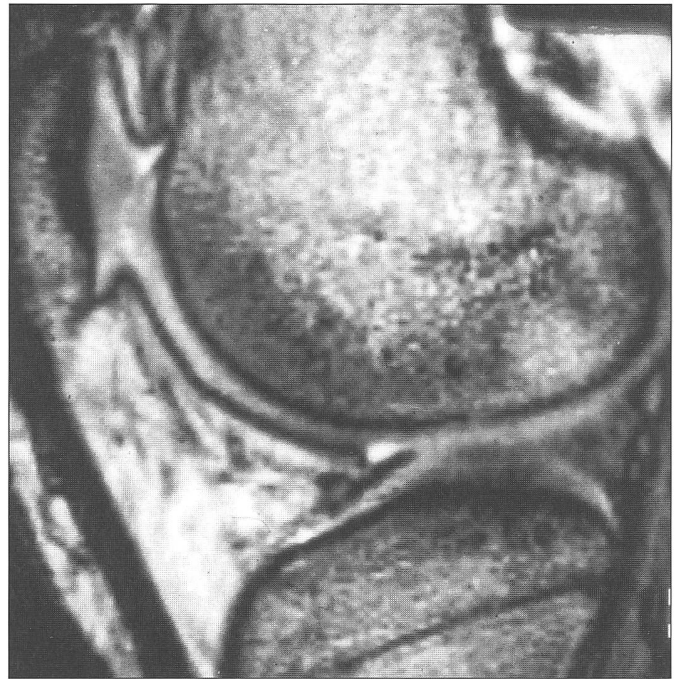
MRT Kniegelenk laterales Kompartiment, FISP 3 D, inhomogenes Signal Tibiaplateau, arthroskopisch Chondromalazie mit tiefen Fibrillationen.
